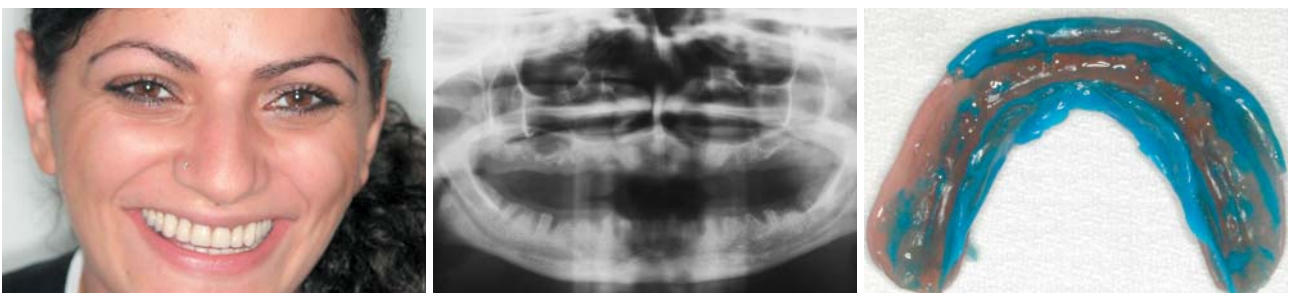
23-jährige Patientin. – Abb. 2: Orthopantomografie der Ausgangssituation. – Abb. 3: Unterfütterung der vorhandenen Prothesen.
